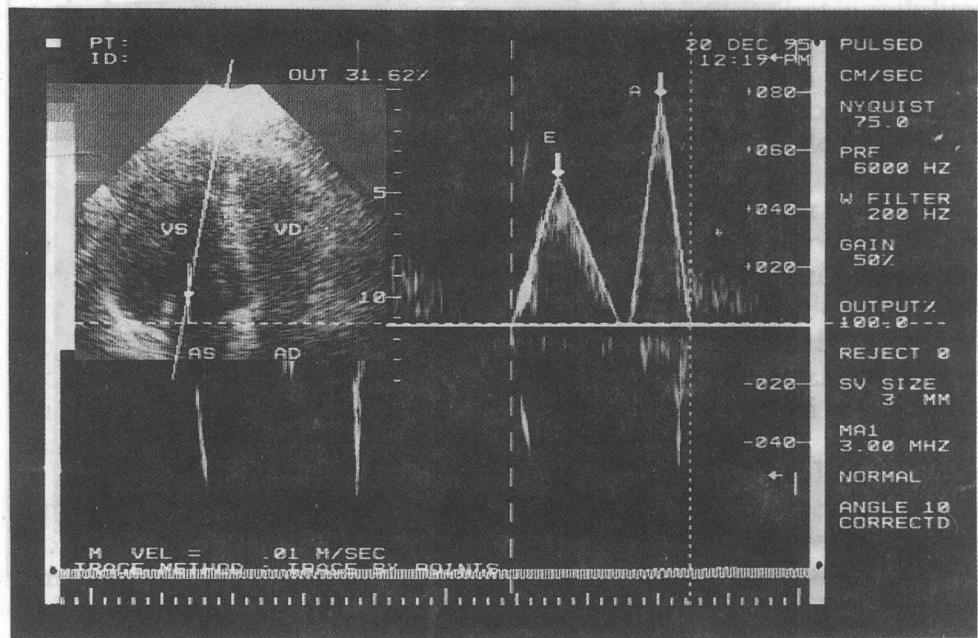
Ecocardiogramma combinată în mod bidimensional și doppler pulsat. Determinarea raportului integralelor vitezei lineare a circuitului la nivelul valvei mitrale în fază umplericii rapide (E) și a contracției atriale (A). (În normă valoarea raportului E/A mai mare ca 2). (Dr. Tcaciuc L.)
